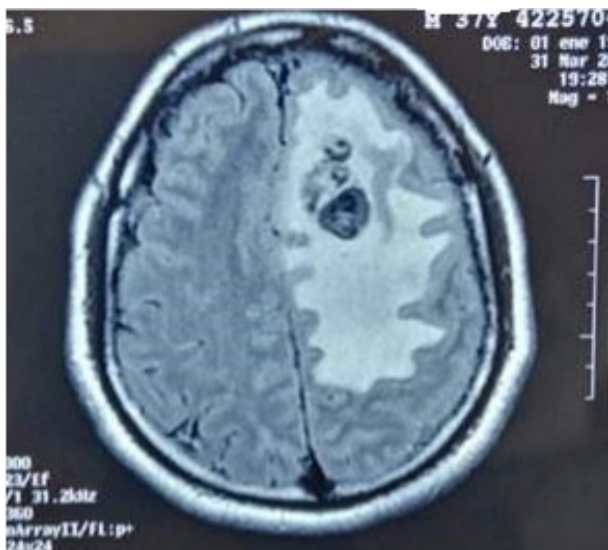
Resonancia magnética cerebral con contraste. Corte axial secuencia flair. Desplazamiento de la línea media y compresión del ventrículo lateral izquierdo.
